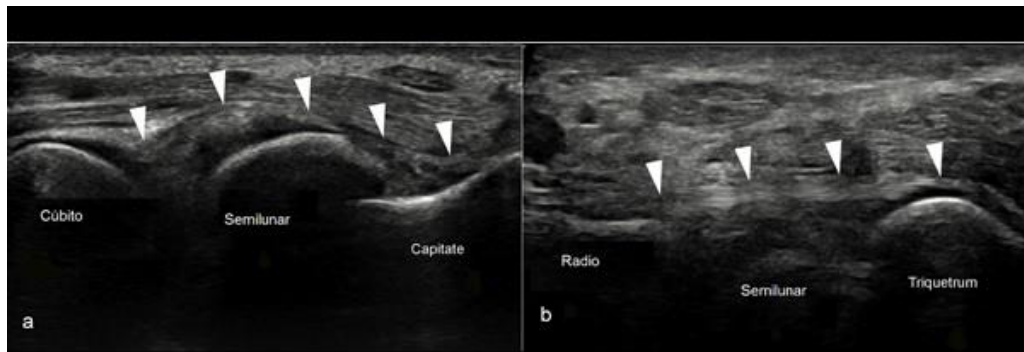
Ecografía de alta resolución de la muñeca, visualizando en (a) el ligamento palmar cubito-carpiano (cabezas de flechas) y en (b) el ligamento largo radio-semilunar (cabezas de flechas).
